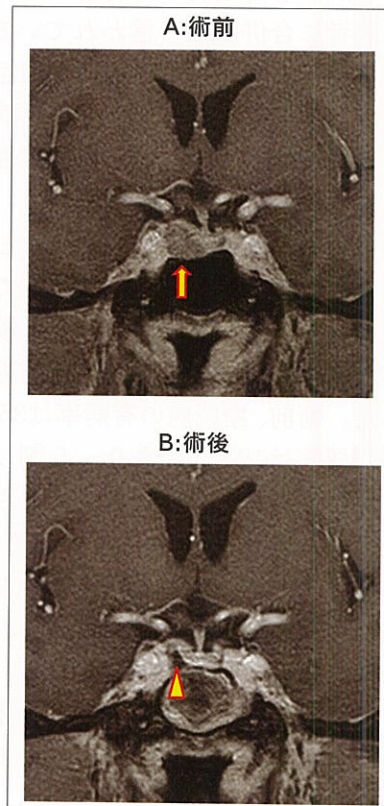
MRI冠状断 (T1造影)。A: 術前。トルコ鞍右側の造影効果の弱い部分が腫瘍(矢印)。B: 術後。腫瘍は全摘出されている(矢頭)
